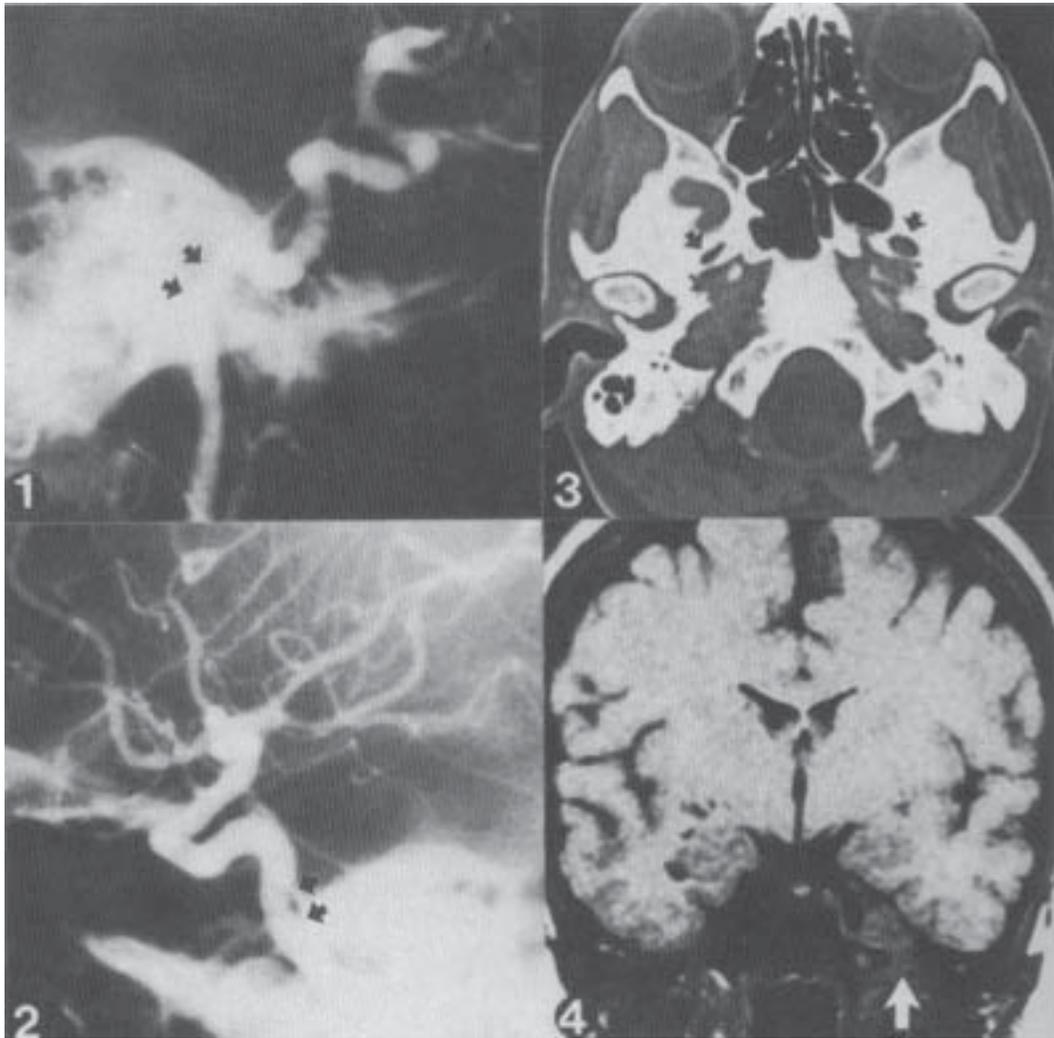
Estudios de imagen. [1 y 2]. Angiografía carotídea convencional. [1]. Normal a la derecha. [2]. Segmento carotídeo rectificad a la izquierda. [3]. Tomografía computadorizada, proyección axial, ventana ósea: aumento de volumen del foramen ovale izquierdo, compárese con el derecho. [4]. Resonancia magnética, proyección coronal. Sinus caroticus izquierdo engrosado y tumor que penetra por el foramen ovale.
